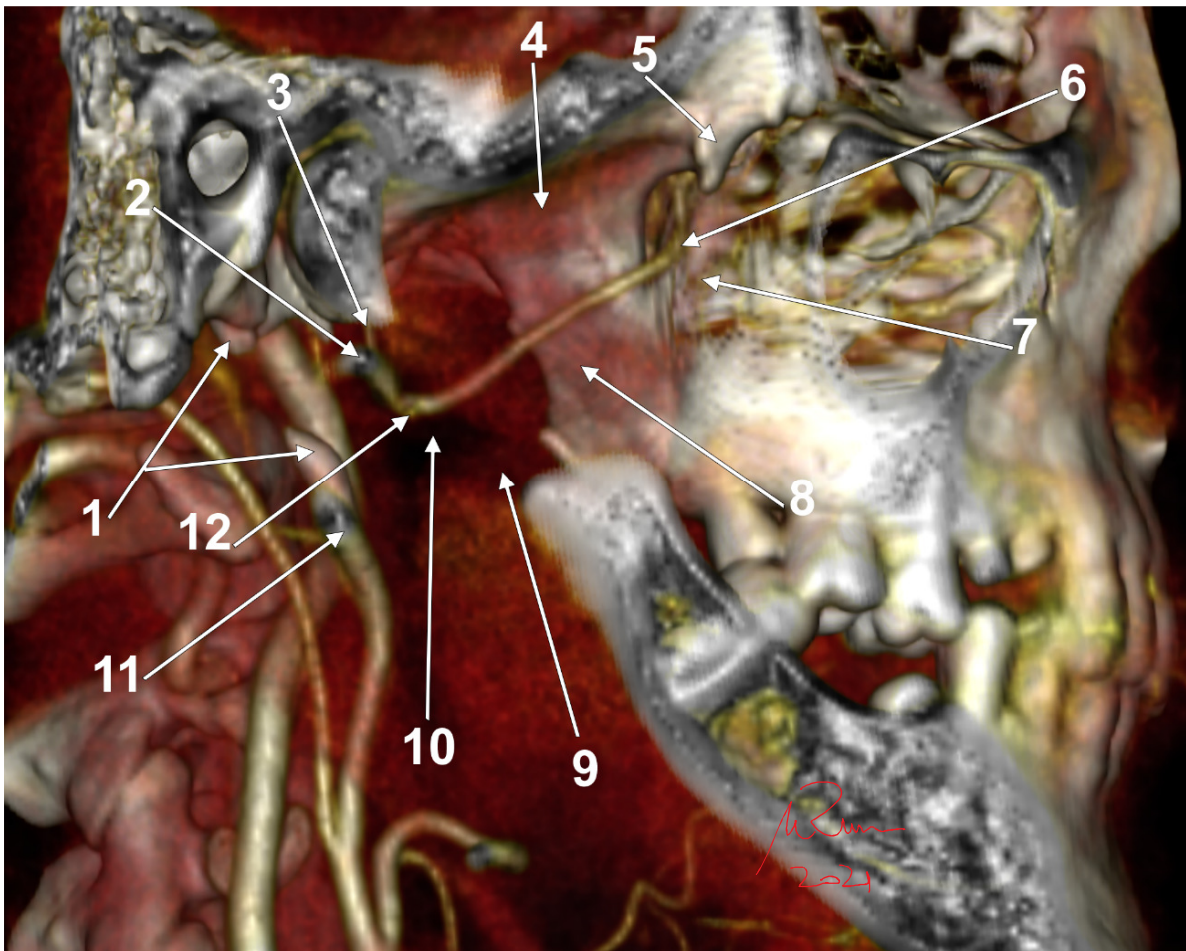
Randare tridimensională CT. Fosa infratemporală dreaptă. Se indică fasciculele, transparentizate, ale m. pterigoidian lateral. Se observă artera maxilară care este satelită (variantea profundă) fascicului inferior al m. pterigoidian lateral. Artera maxilară își schimbă direcția la nivelul tuberozității maxilarului și se continuă prin fisura pterigomaxilară în fosa pterigopalatină. 1.procesul stiloid (întrerupt); 2.a.maxilară, la origine; 3.a.meningee medie urcă profund de pterigoidianul lateral spre gaura spinoasă; 4.fasciculul superior al m. pterigoidian lateral; 5.tuberculul sfenoidal; 6.crosa arterei maxilare (Cruveilhier); 7.tuberozitatea maxilarului; 8.fasciculul inferior al m. pterigoidian lateral; 9.m. pterigoidian medial; 10.spațiul interpterygoidian, butoniera Juvara; 11.a.carotidă externă; 12.a.maseterină pornește din a.maxilară în butoniera Juvara și trece lateral prin incizura mandibulei.
